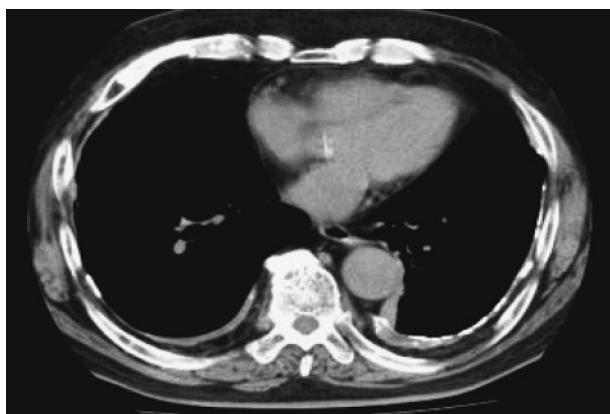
平成X-4年 胸部CT縦隔条件では両側びまん性胸膜肥厚は一部に石灰化胸膜プラークを伴う。
